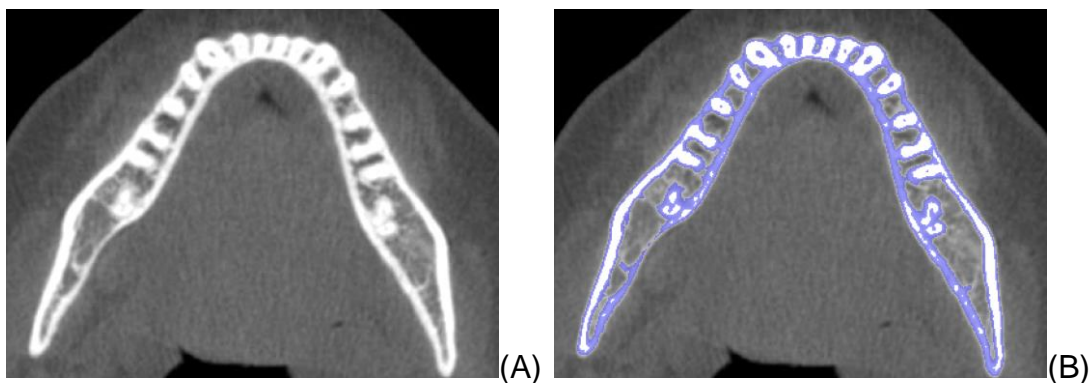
Tomografia com segmentação automática insatisfatória (B), não sendo possível marcar corretamente as estruturas.
